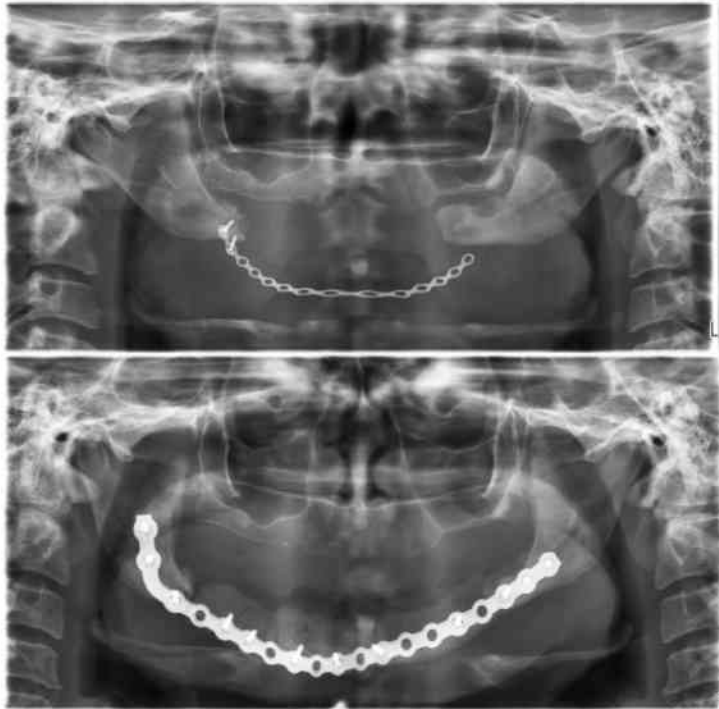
Radiographic appearance pre and post mandibular reconstruction with nonvascularized iliac crest graft.
